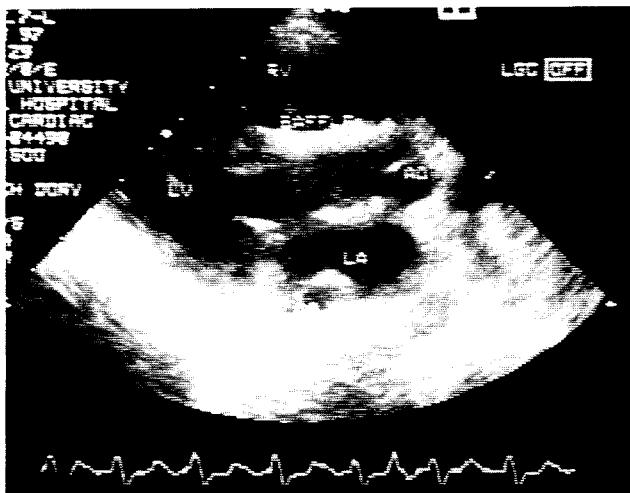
Postoperative echocardiogram shows well reconstructed intraventricular conduit of left ventricular outflow tract from the perimembranous inlet ventricular septal defect to the aorta.
